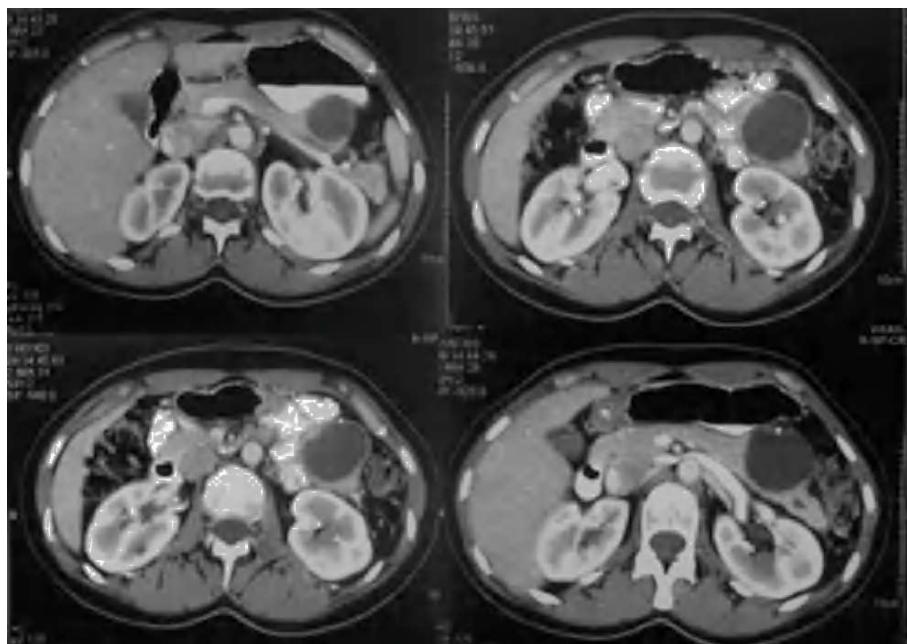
Hallazgos en la tomografía computarizada. Se aprecia una lesión quística localizada en cuerpo/cola de páncreas, de unos 6-6 cm, no tabicada, sin calcificaciones, en ausencia de metástasis o adenopatías.
